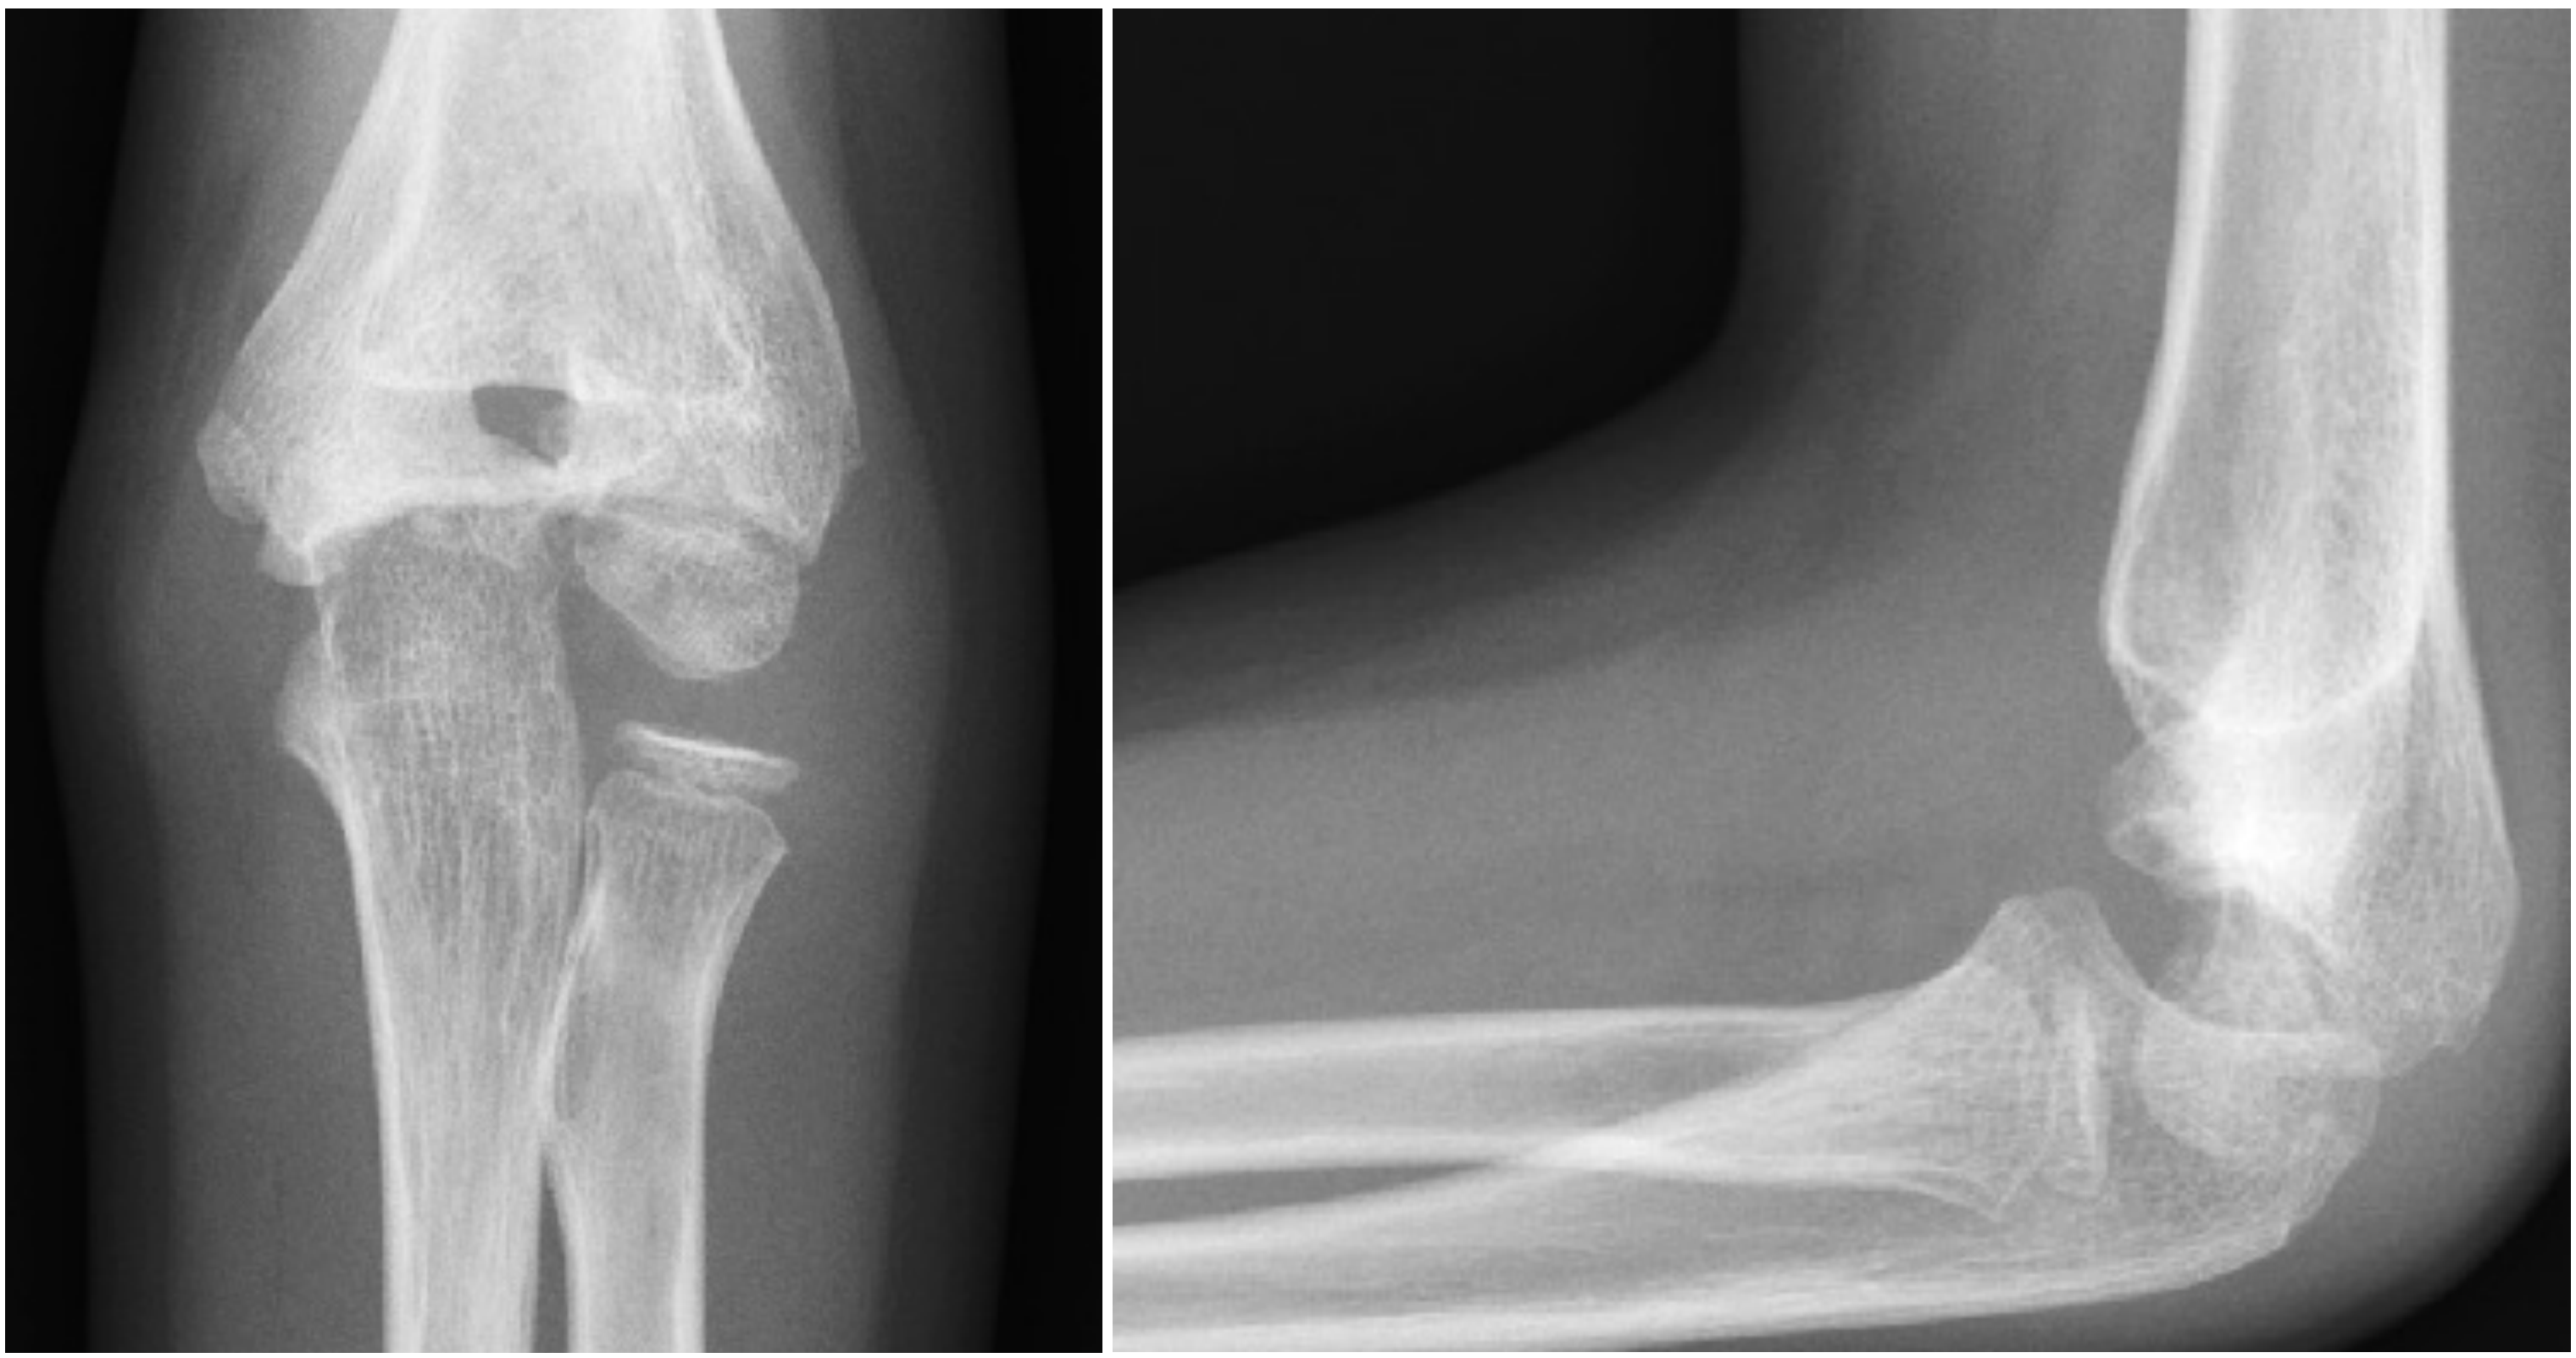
Inicio de deformidad en cola de pez en radiografía 1 año después de la intervención quirúrgica.
